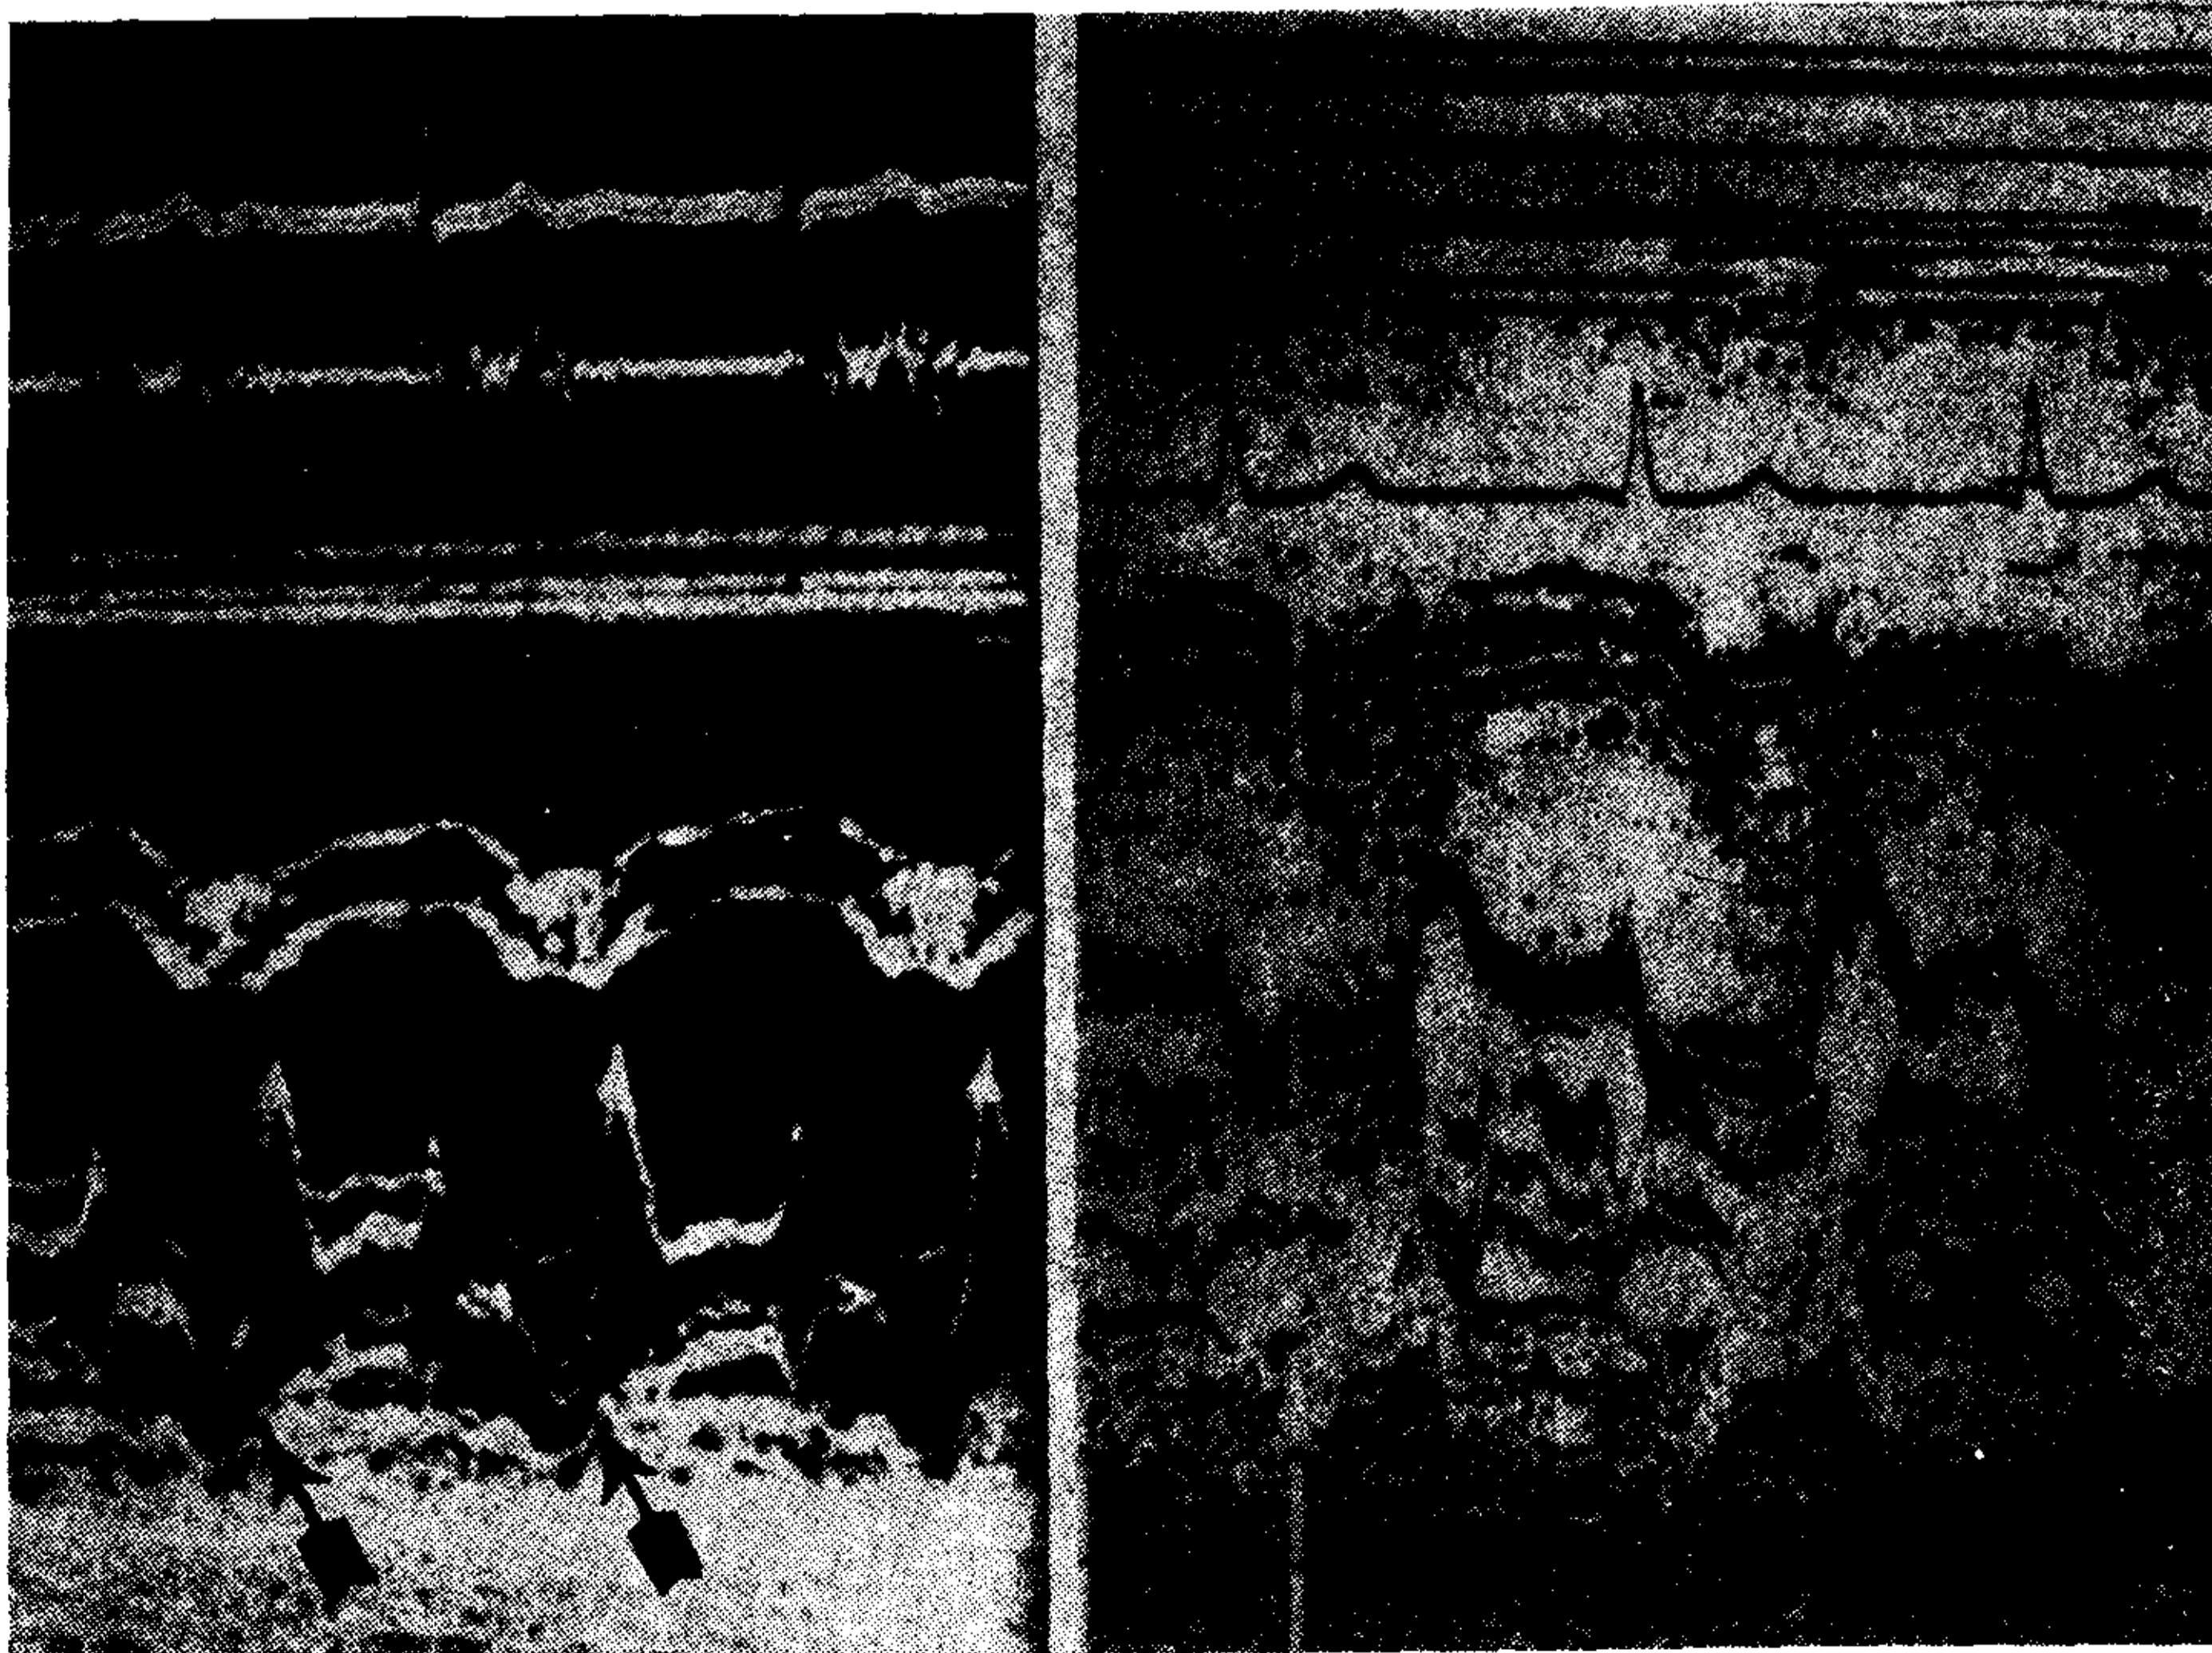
Ecocardiograma del prolapso mitral. A la izquierda prolapso mesotelesistólico (flecha). A la derecha enorme prolapso holosistólico, más marcado en la telesistole (flecha). Nótese los múltiples ecos y el tamaño de la valva posterior en la figura de la derecha, que incluso puede sugerir ruptura de cuerdas posteriores.
